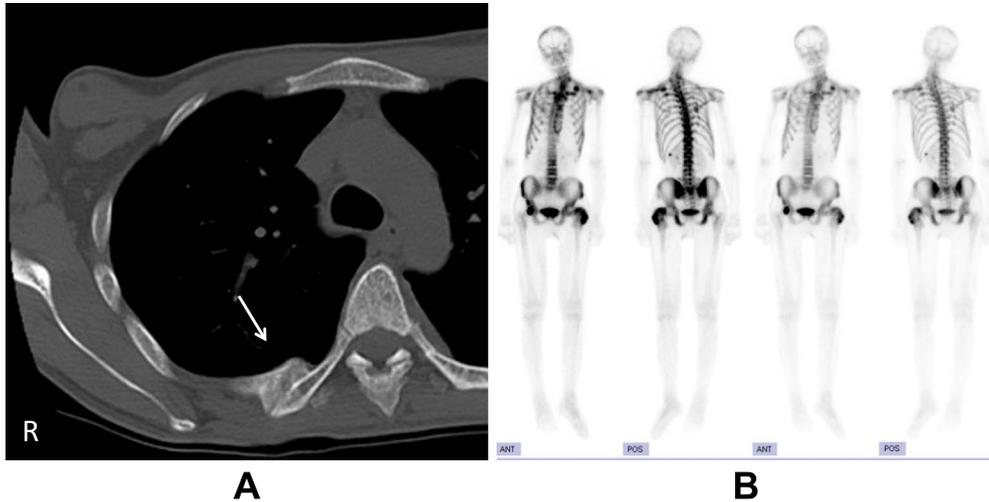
Chest computed tomographic scans (A) and whole body bone scintigraphy (B) of the patient.
